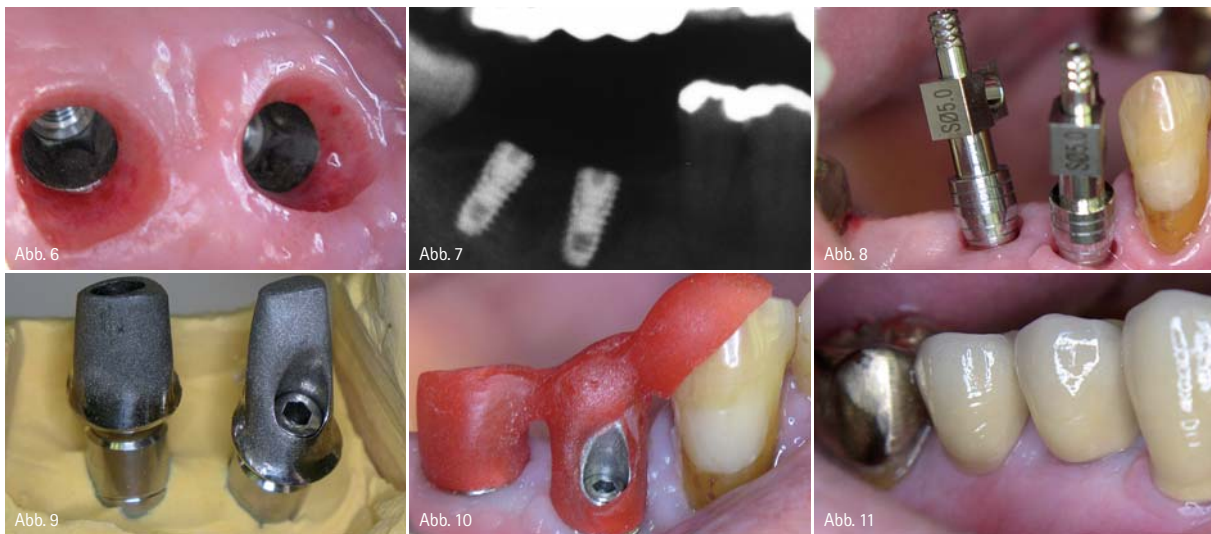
Ausgeformtes Gingivaprofil. – Abb. 7: Röntgenkontrollbild. – Abb. 8: Abformpfosten. – Abb. 9: FreeForm Abutment. – Abb. 10: Einbringhilfen. – Abb. 11: Ergebnis.
